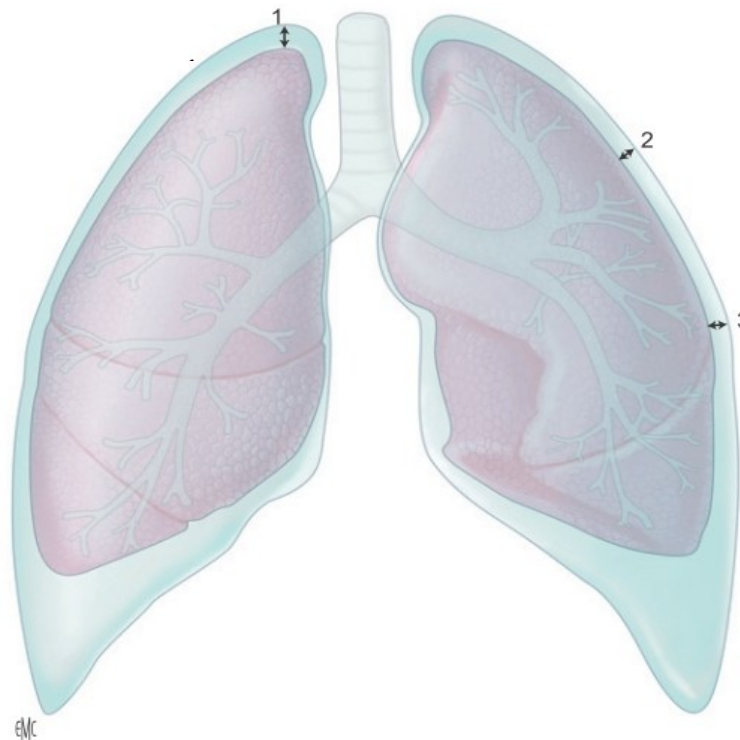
Évaluation de la taille du pneumothorax spontané sur la radiographie du thorax selon la BTS, l'ACCP et la BSP(18).
